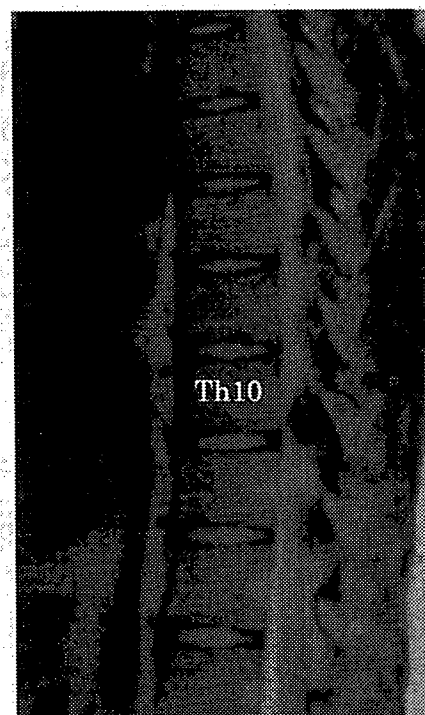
症例 2 の胸椎 MRI T2 強調矢状断像
